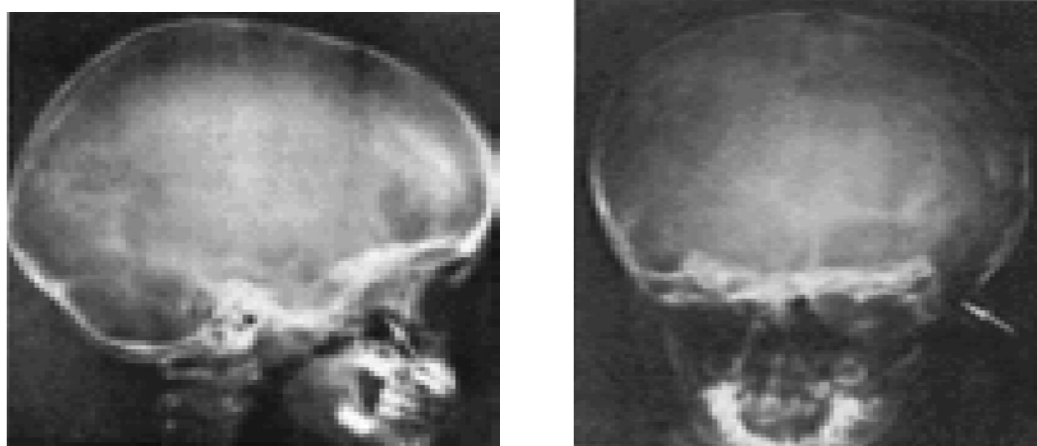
Radiographie du crâne de face et de profil chez un patient porteur d'un kyste arachnoïdien montrant un élargissement de la fosse temporale gauche.
